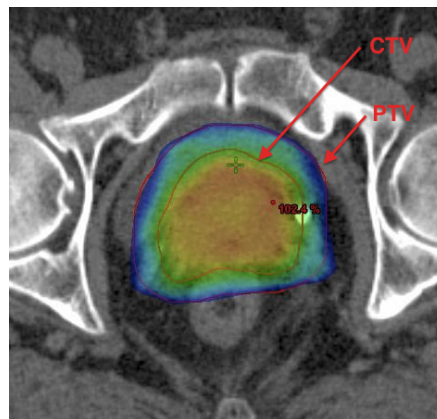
Ausschnitt Planungs-CT, axiale Schichtung auf Höhe der Symphyse. Simultaner integrierter Boost auf das CTV mit einer Einzeldosis von 2 Gy, das PTV erhält 1,8 Gy.
